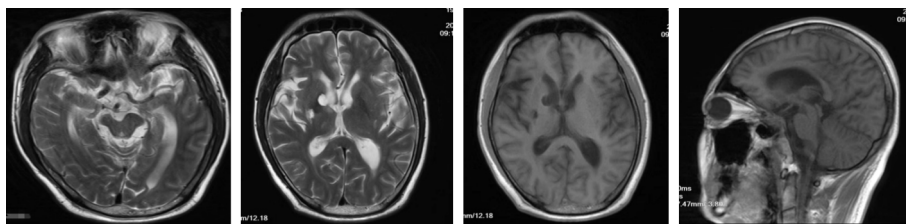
病例2颅脑MRI检查图像:大脑皮质及皮质下多发陈旧梗死灶伴海马萎缩,颞叶内侧萎缩
